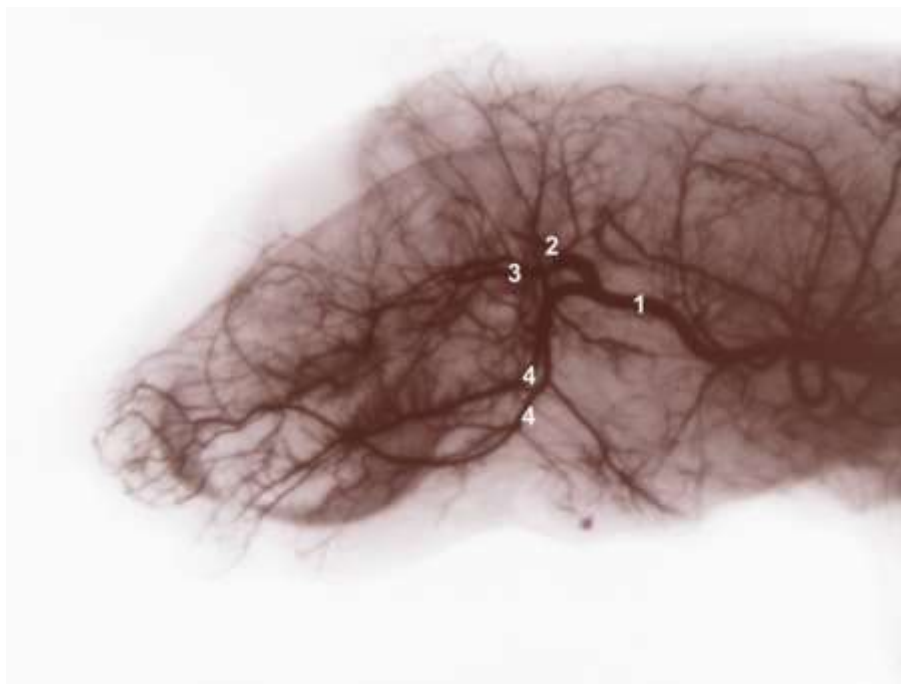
Загальна сонна артерія (1), внутрішня сонна артерія (2), верхня щелепна артерія (3), нижня щелепна артерія (4) щура в нормі. Фото з контрастної рентгенограми, бічна проекція.
